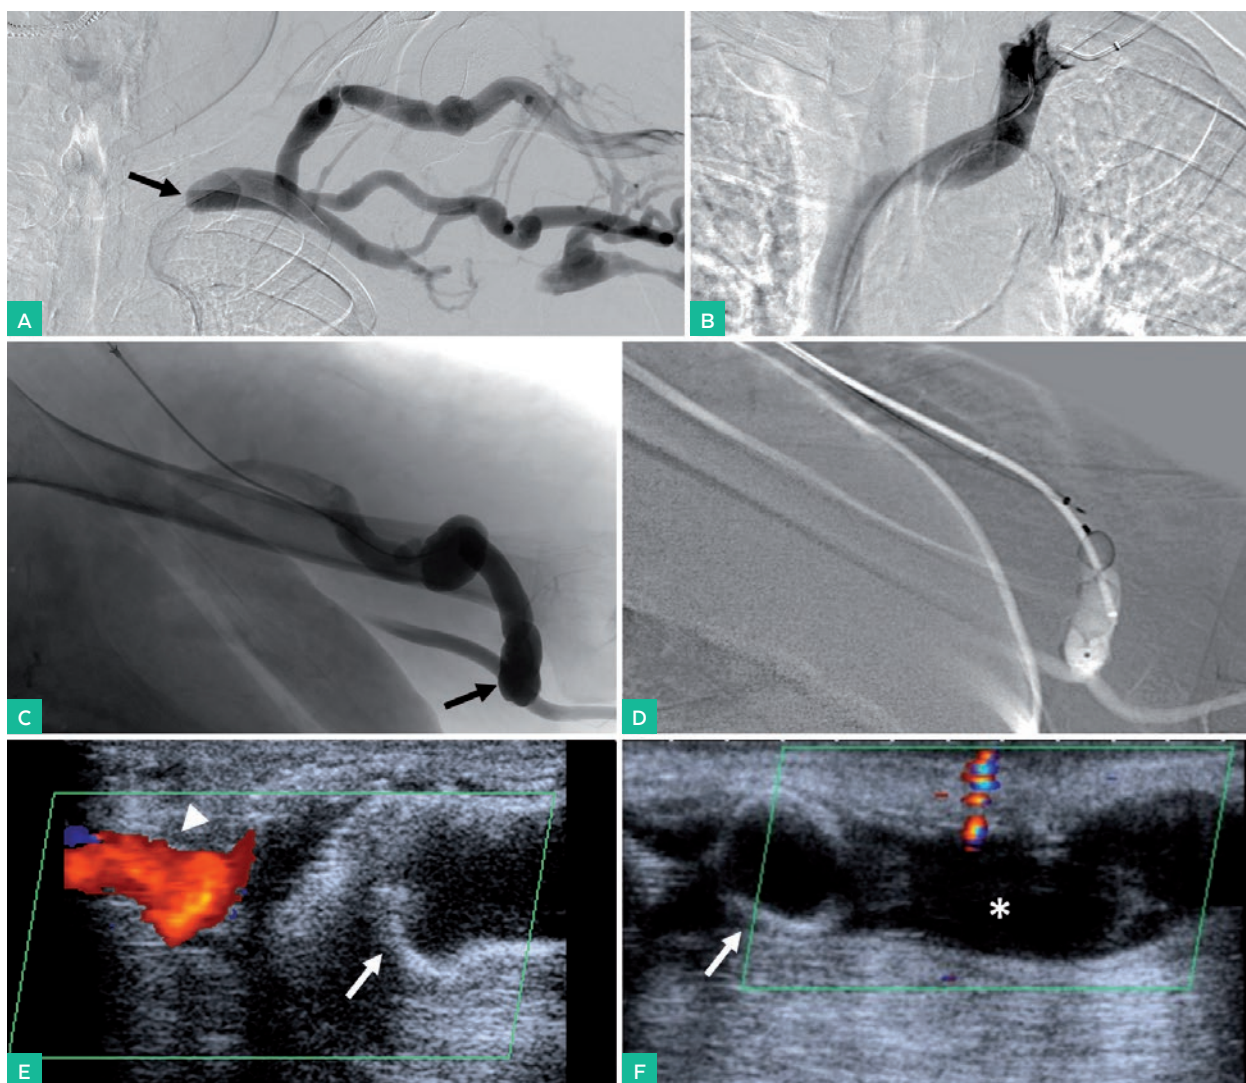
A) Flebografía con acceso retrógrado en vena céfalica de miembro superior izquierdo. Oclusión en vena subclavia (flecha) y presencia de circulación colateral. B) Intentos fallidos de recanalización de la oclusión con doble acceso (vena céfalica izquierda/vena femoral derecha). C) Fistulografía desde introductor 7F en región anastomótica, visualizando anastomosis húmero-céfalica (flecha). D) Liberación de dispositivo Amplatzer Vascular Plug II en vena céfalica yuxta-anastomótica. E) y F) Control ecográfico a las 4 semanas. La ecografía Doppler color muestra el dispositivo AVP (flecha) en el segmento venoso, permeabilidad de arteria humeral (cabeza de flecha) y trombosis de vena céfalica (asterisco), con material ecogénico en su luz y ausencia de flujo y compresibilidad.
